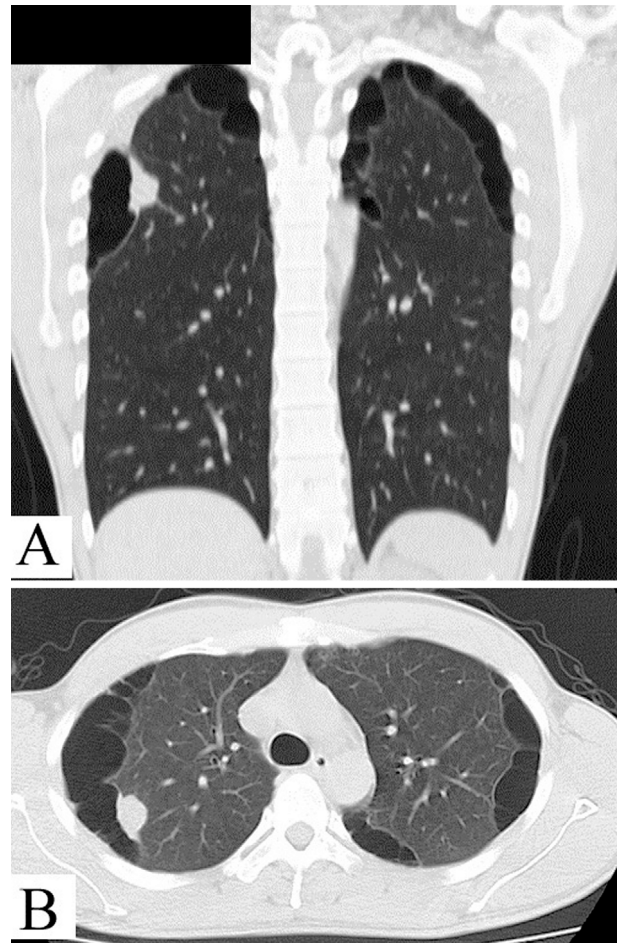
A) A chest CT scan (coronal plane) obtained in November 2015 shows a solid nodular shadow adjacent to a cyst. Invagination of the parietal pleura into the tumor. B) A chest CT scan (axial plane) shows bilateral pulmonary cysts with an S² nodule.
